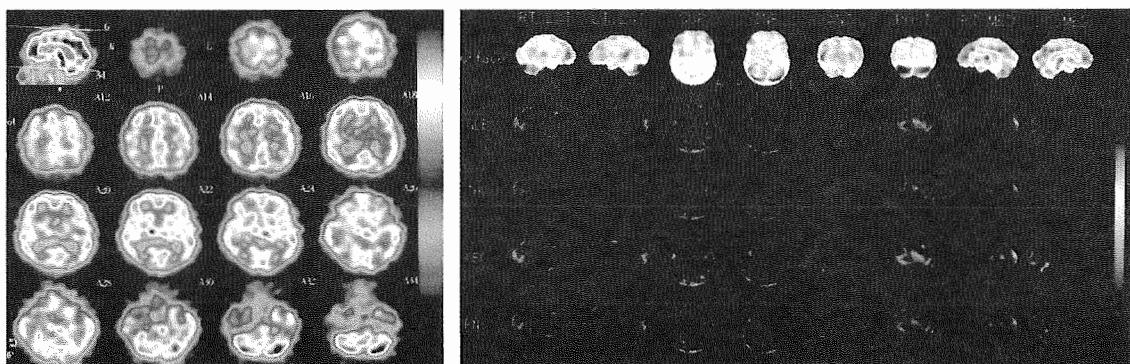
神経症状のないHIV感染者の脳血流SPECT画像
